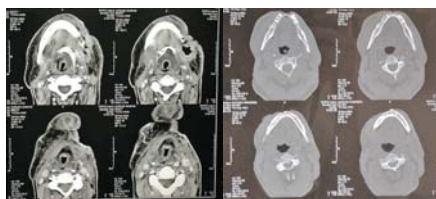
Tomografia da mandíbula com Osteorradionecrose; A - Destruição da cortical e perda da trabeculação esponjosa do ramo horizontal esquerdo; B - Exposição da cortical externa do mento.
